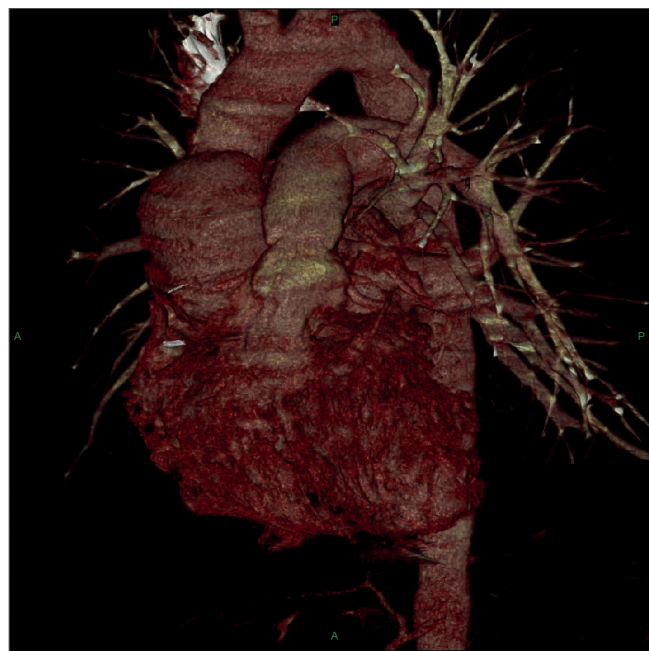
Компьютерная томография с контрастированием аорты.
